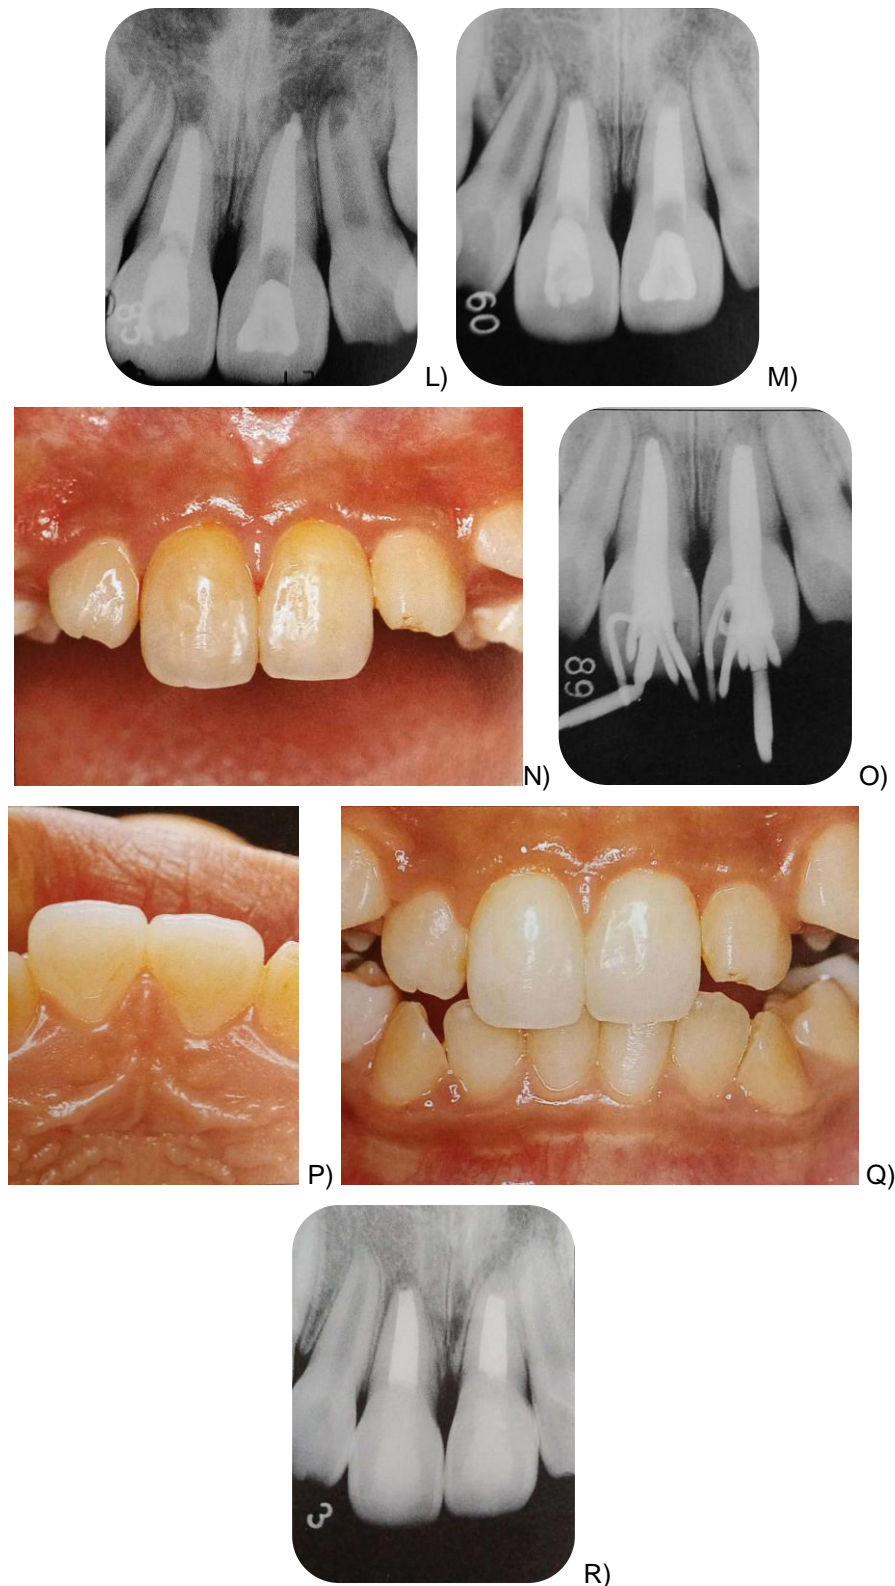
Tratamiento de la lesión por luxación extrusiva, en dientes inmaduros A) B) y C) Fotografías preoperatorias, en la consulta inicial, una semana después del traumatismo, de un paciente masculino de 8 años. D) Fotografía de desbridamiento y lavado del diente extruido. E) y F) Imágenes de un reposicionamiento y ferulización. Donde el diente no logra reposicionarse en su posición original, debido al coágulo sanguíneo en el alvéolo. G) Radiografía 45 días después. H) Fotografía clínica 4 meses posterior al tratamiento inicial. I) Radiografía 5 meses
